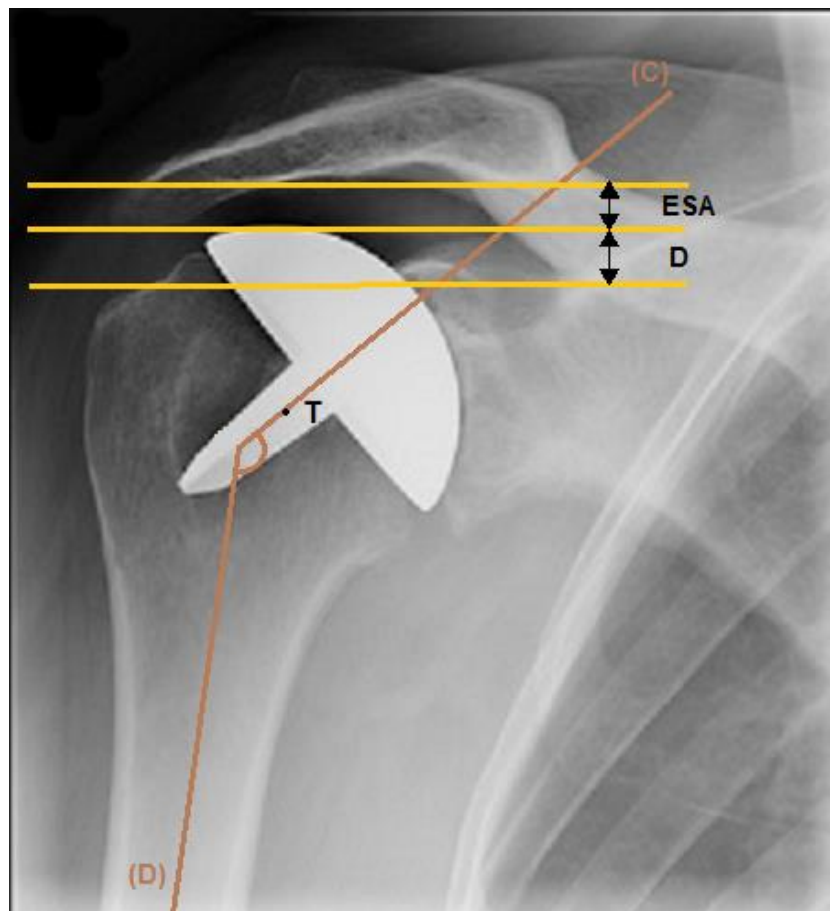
Mesures radiographiques à la révision.
